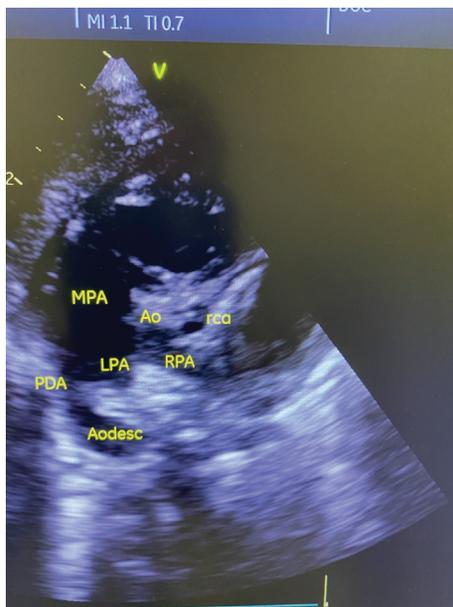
2D Echocardiography. Parasternal position, short axis view. Enlarged Pulmonary Artery 1,7 cm. Patent ductus arteriosus 7 mm
